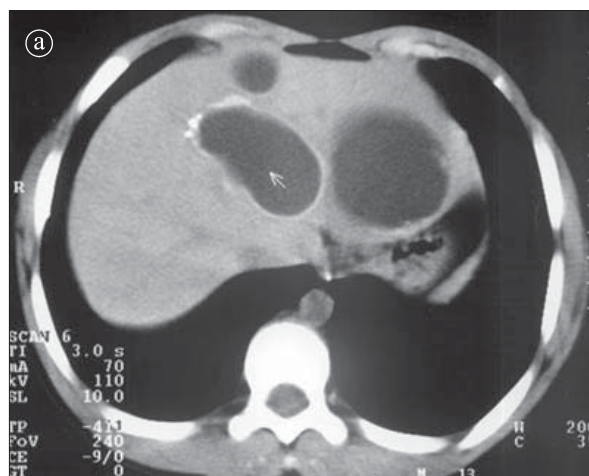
Chist hidatic. Secțiune axială CT. a) imagini hipodense în segmentele III și IV hepatice perete propriu, cel din segmentul IV cu calcifieri arcuate parietale. b) imagini hipodense în segmentele II, IV, VI, VII, cu structură heterogenă, cel mai voluminos cu calcefieri parcelare la nivelul peretelui.
